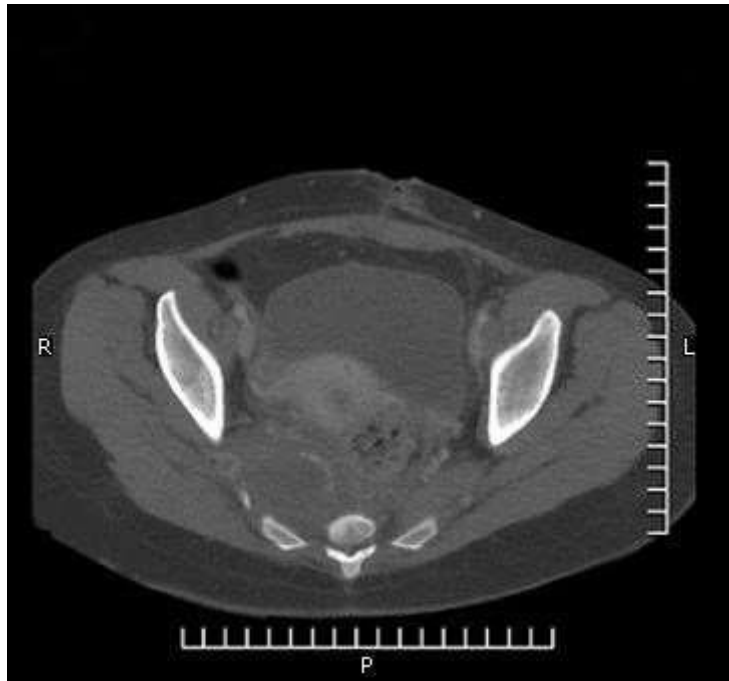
Lesión tumoral de región presacra, imagen de TAC.
